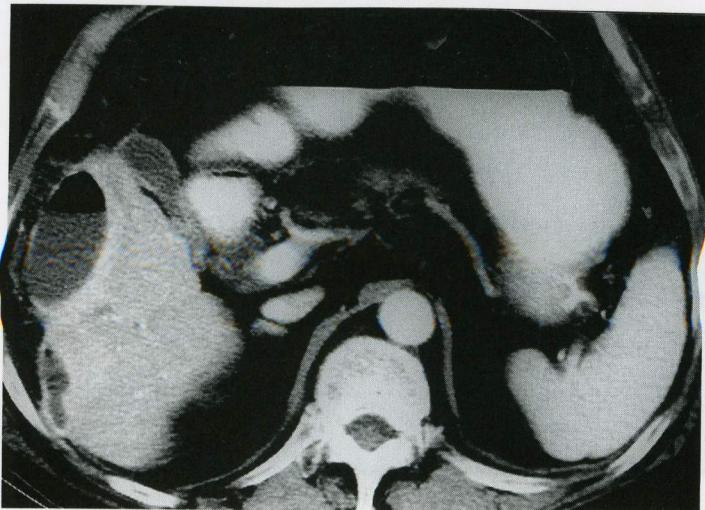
Four weeks later, abdominal CT reveals hepatic abscess with air-fluid level in subcapsular area of right hepatic lobe.
